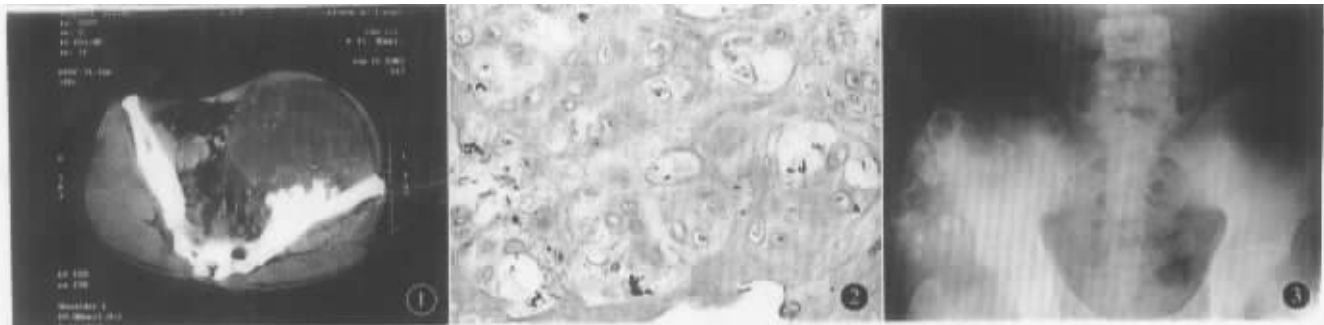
CT 平扫左髌骨盆腔内 15 cm × 13.8 cm × 23 cm 巨大块影, 其内见大量液化及不规则死骨
